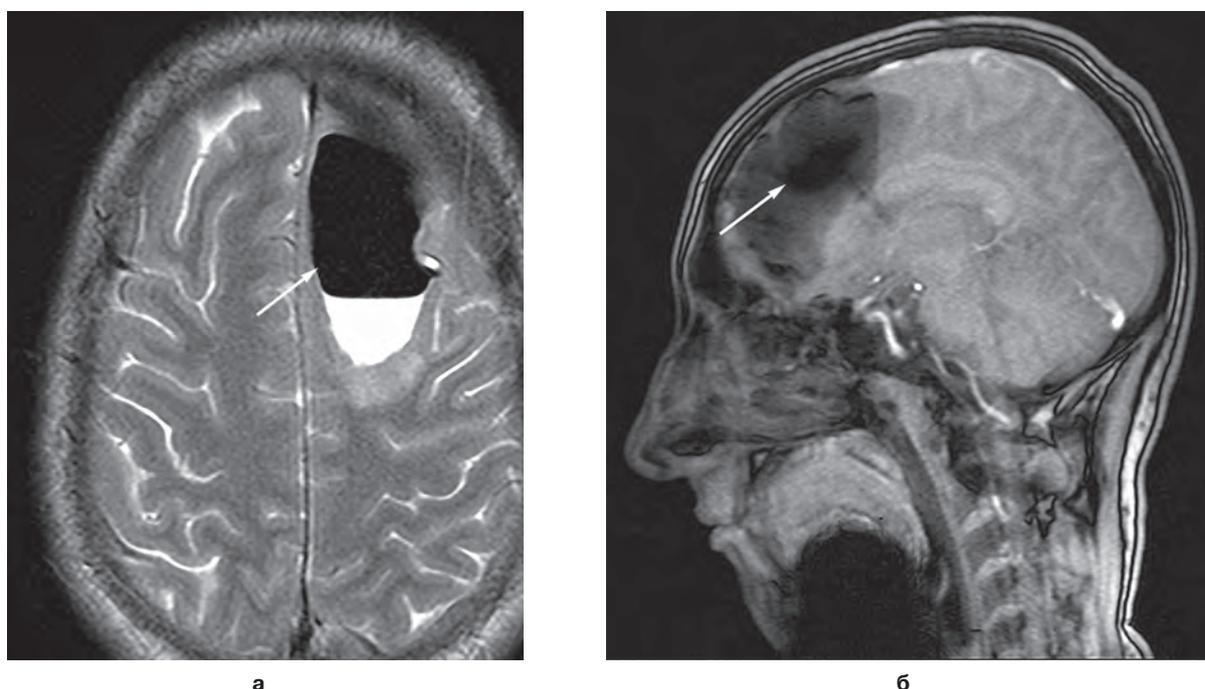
Пациент Т., МРТ головного мозга, T2-взвешенные изображения, 7-е сутки после операции (положительная динамика): а – фронтальная проекция; б – сагиттальная проекция (стрелкой указано остаточное ограниченное скопление воздуха с уровнем жидкости (ликвор)).
